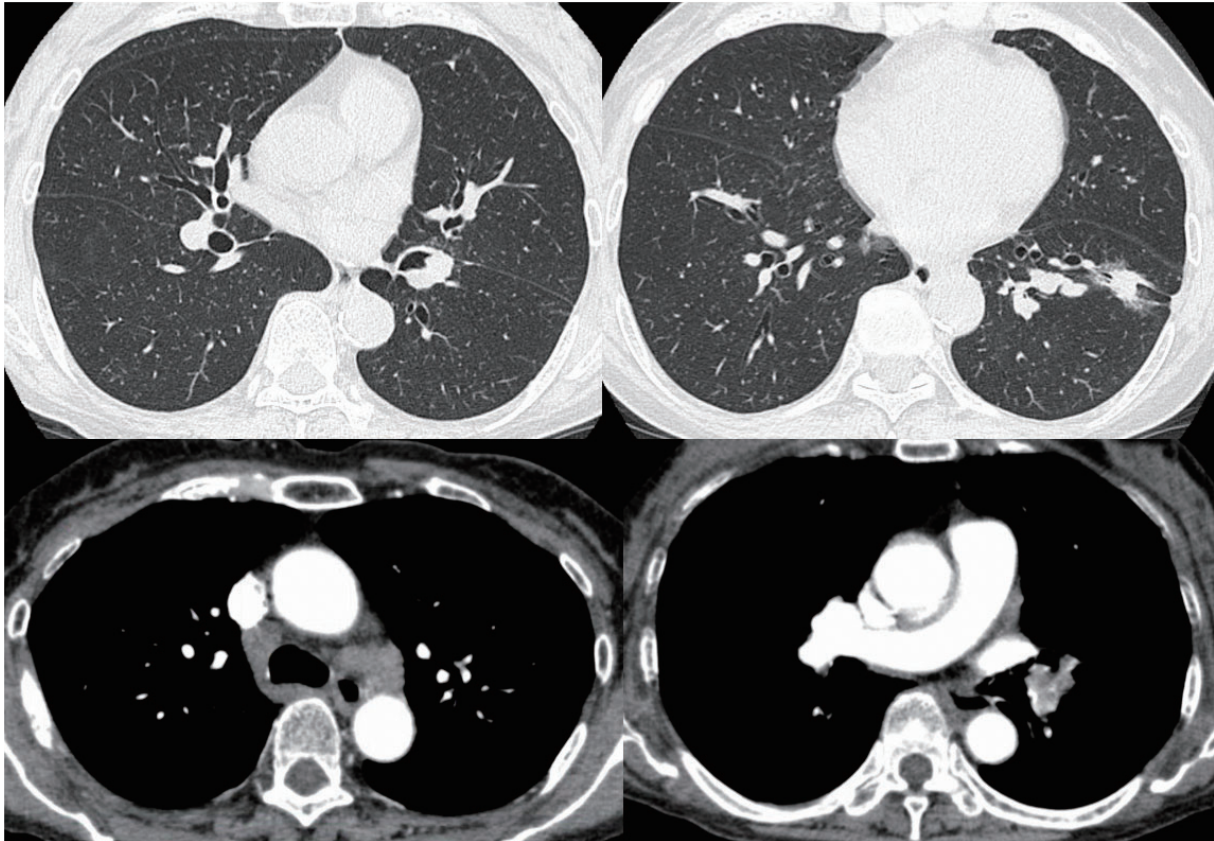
Chest computed tomography on admission showing a soft tissue mass with a major axis of approximately 6 cm along the left lower lobe bronchus and multiple lymphadenopathies in the mediastinum and left hilum.
